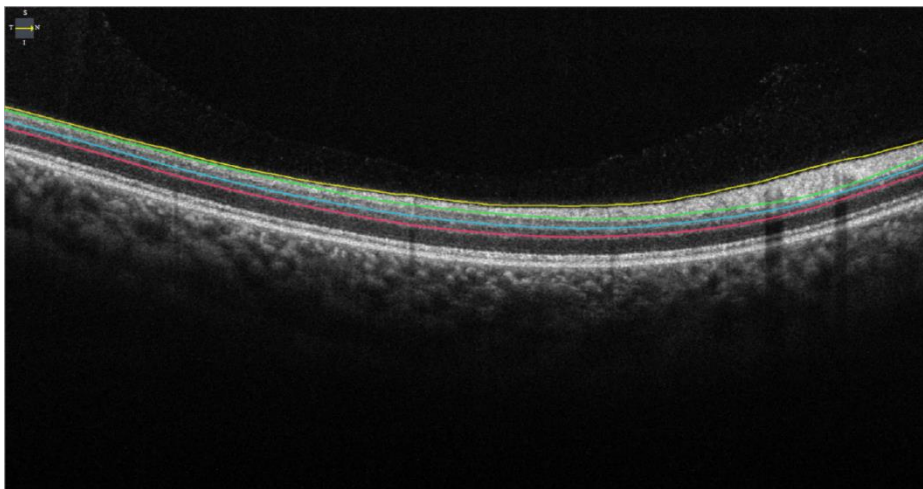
Corte Macular Raster - Imagem de um corte detalhado da estrutura macular, obtida através da Tomografia de Coerência Ótica (OCT)
